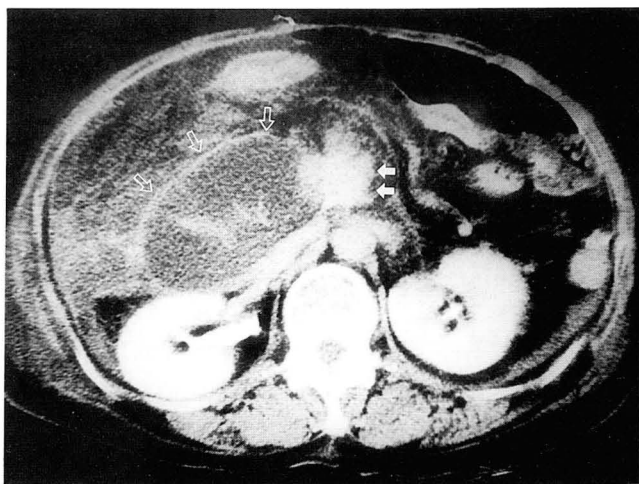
CT scan 5 years after surgery shows marked dilated afferent loop(open arrows) by soft tissue mass (white arrows). Endoscopic biopsy confirmed the recurrent tumor.
